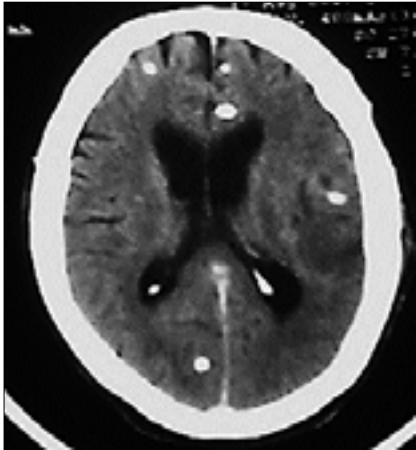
TC cerebral posoperatoria corte axial. Observe la ausencia de la lesión quística vista en la primera figura, y la presencia de múltiples lesiones hiperdensas de otros cisticercos.
